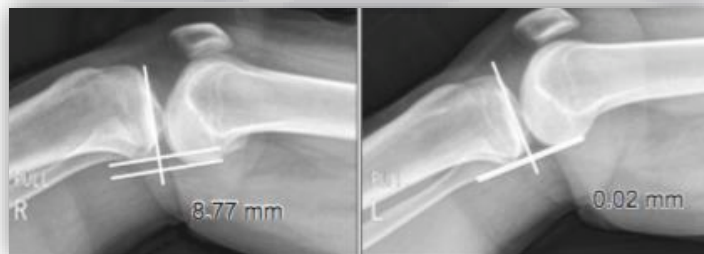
Radiografía lateral de Rodilla que muestra un desplazamiento de los cóndilos femorales sobre la tibia, durante la realización del Test de Lelli.
